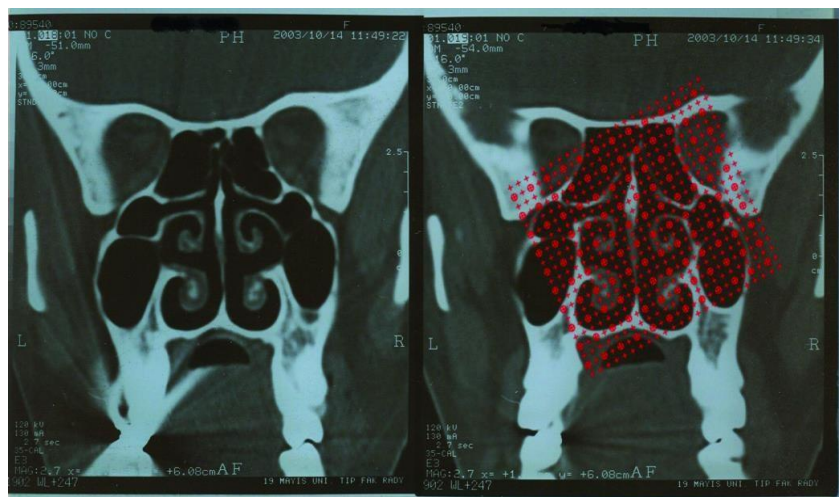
Topogram CT Scan Sinus Paranasalis potongan koronal
